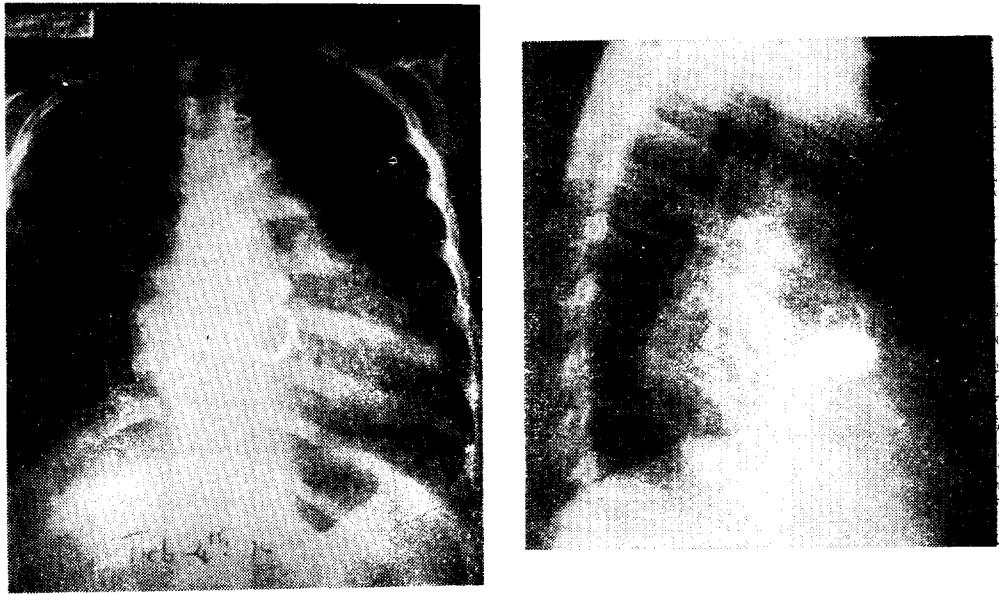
Postoperative X-ray finding (case 13-Double Valve Replacement)
